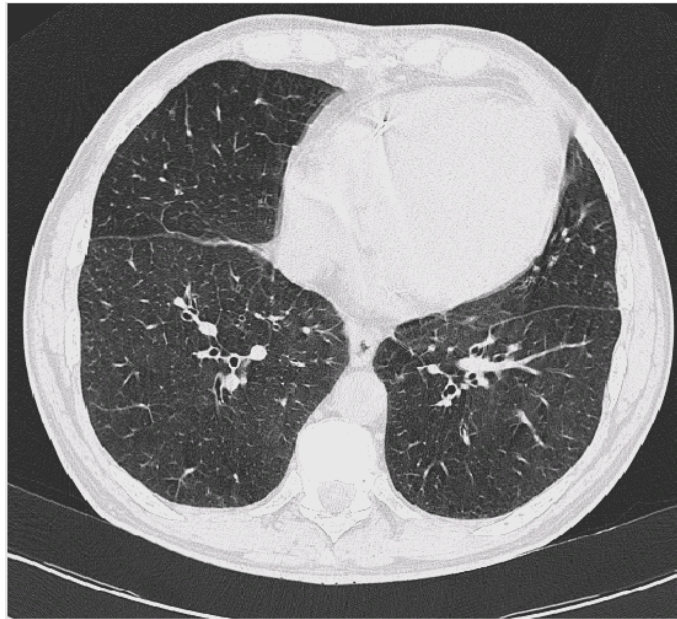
HRCT – Rückbildung der Infiltrate sowie der milchglasartigen Dichteanhebung des Lungenparenchyms ca. 4 Monate nach Absetzen der Amiodarontherapie. Weiterhin Nachweis pleuraler Verdickungen. Gleicher Patient wie Abbildungen 20 bis 23.
